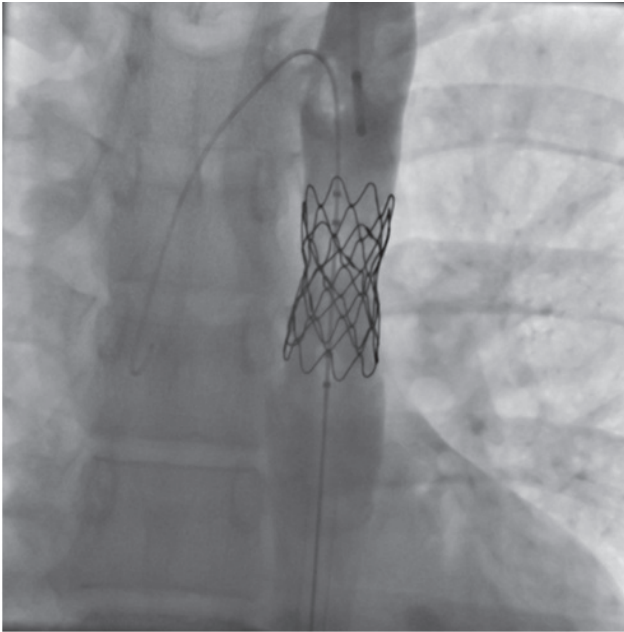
Aort koarktasyon segmentinin kaybolduđu ve başarılı tedavisi, işlem sonrası aortografide net olarak seçilmektedir.
